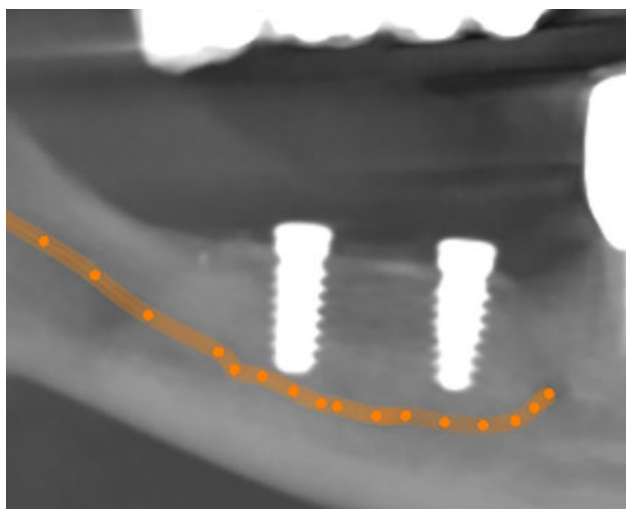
Corte panorámico del CBCT con los implantes colocados.
